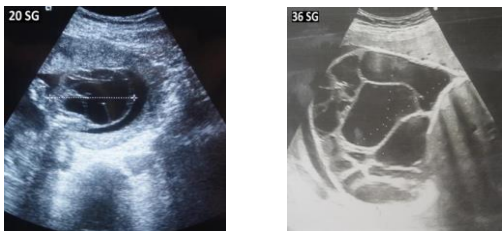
Échographies anténatales à 20 et à 36 semaines gestation montrant une grande masse kystique multi cloisonnée.
